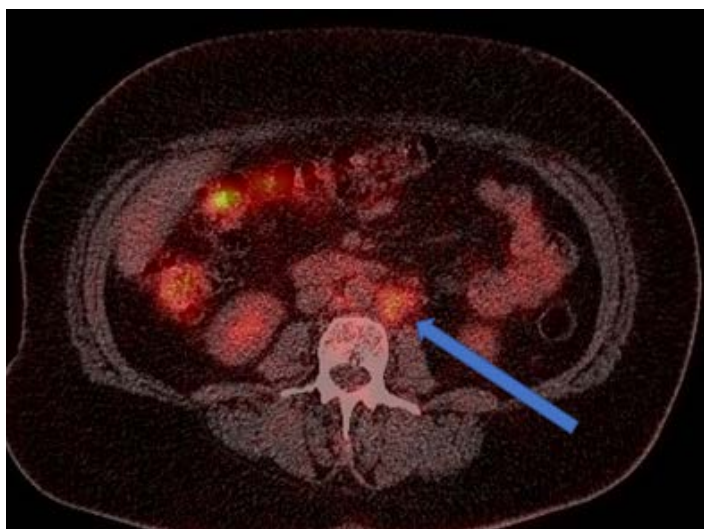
Пациент М., обследование ПЭТ/КТ после проведенной ХЛТ
